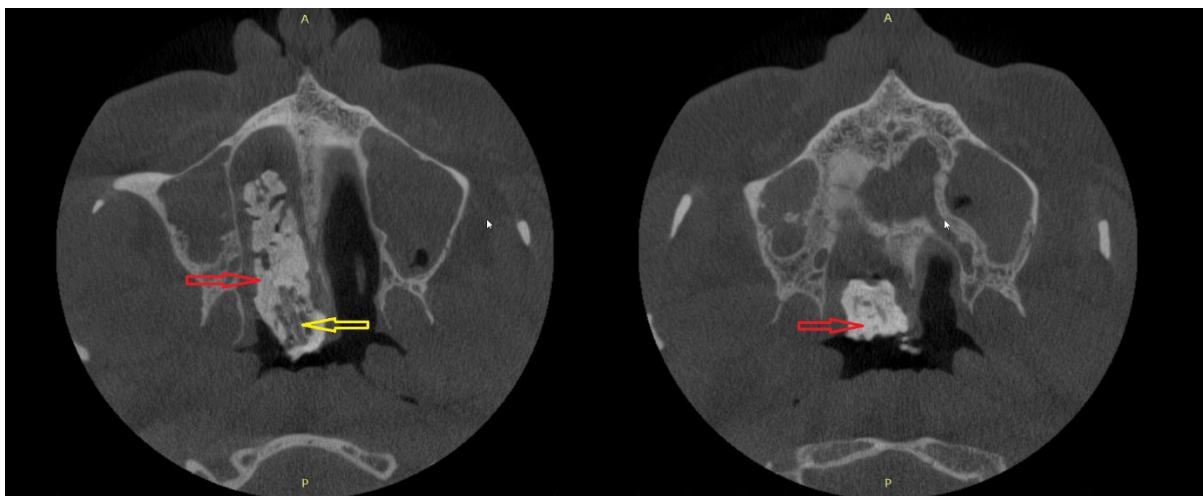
Комп'ютерна томографія верхньої щелепи та порожнини носа аксіальні зрізи.
